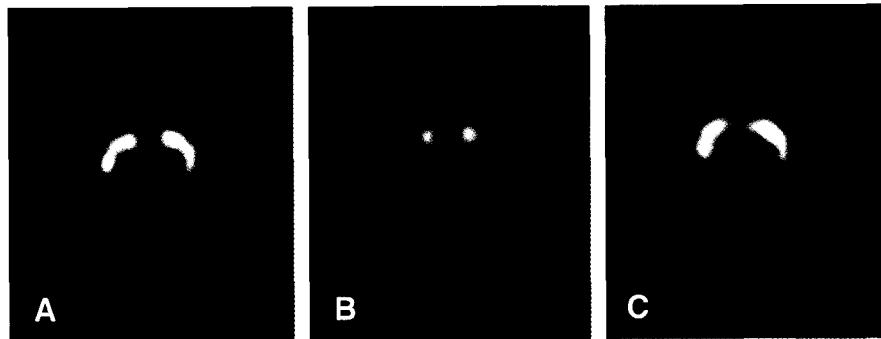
Comparison of DAT imaging (^{123}I -FP-CIT) in Parkinson disease and essential tremor. FP-CIT SPECT differentiates essential tremor from Parkinson disease. (A) normal control (f/55 yr), (B) Parkinson disease (f/53 yr), (C) essential tremor (f/52 yr).
